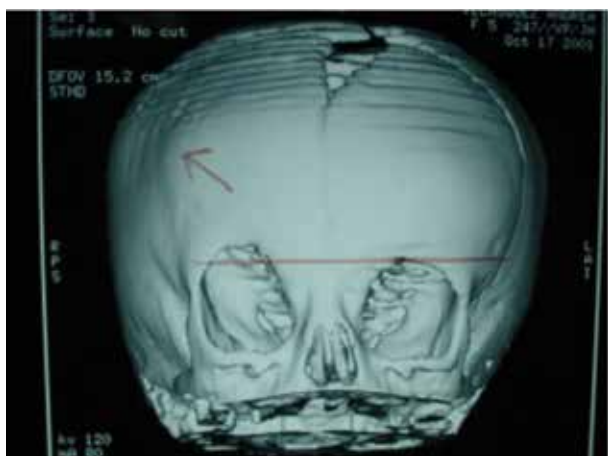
TAC craneal con reconstrucción tridimensional del mismo paciente anterior. La raya horizontal roja evidencia claramente la asimetría de ambas órbitas con desviación de la derecha (flecha roja) producto del aplanamiento frontal y consecuencia de la sinostosis coronal derecha.
